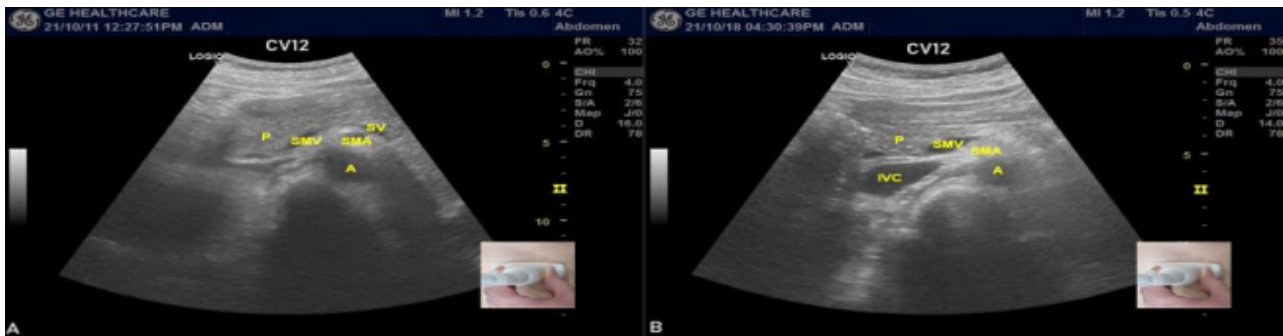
Ultrasound transverse images of the pancreas. P: pancreas, SMV: superior mesenteric vein, SMA: superior mesenteric artery, SV: splenic vein, A: aorta, IVC: inferior vena cava.
